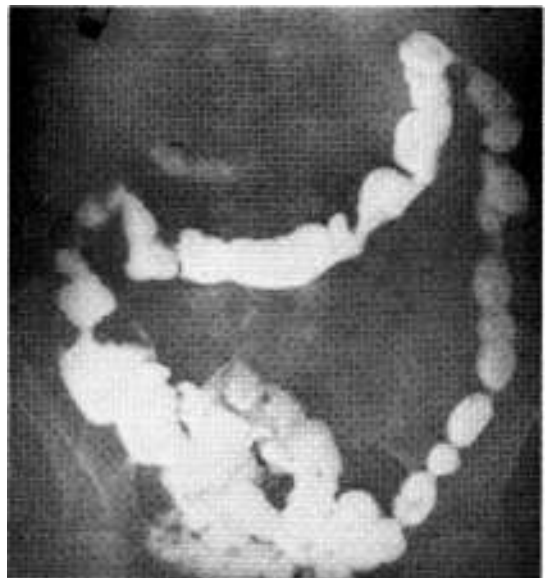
Radiografía control.
